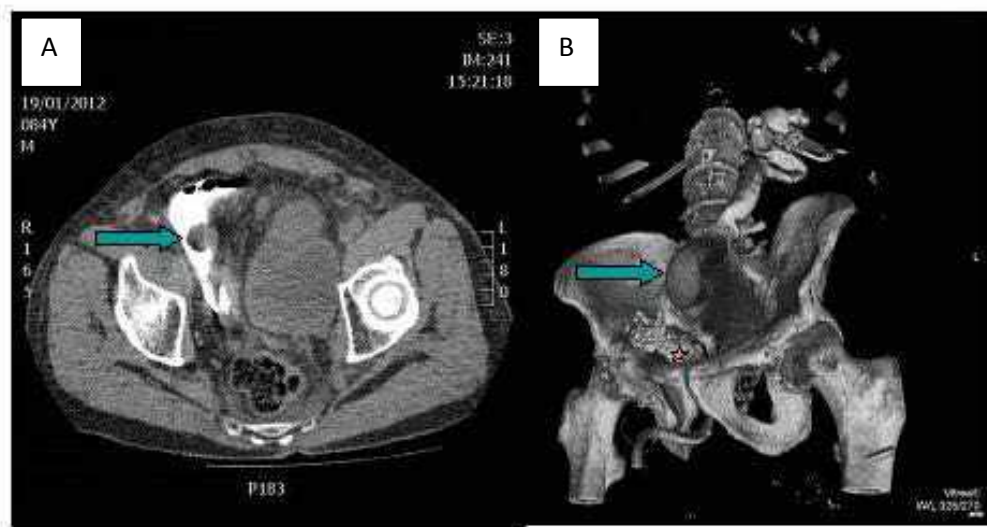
Tomografía computarizada con contraste introducido por sonda vesical. Se observan dos cámaras separadas por una masa heterogénea que no permite el paso de contraste a todo el asa de ampliación (flecha: globo de la sonda). 2B. Reconstrucción tridimensional de la tomografía computarizada (contraste intravenoso y vesical) en la que se observa dilatación del riñón izquierdo con uréter visible hasta la cavidad de colicistoplastia rellena de orina (flecha). Además, se objetiva otra cavidad distal vesical suprapúbica con amplia tumoración (estrella).
